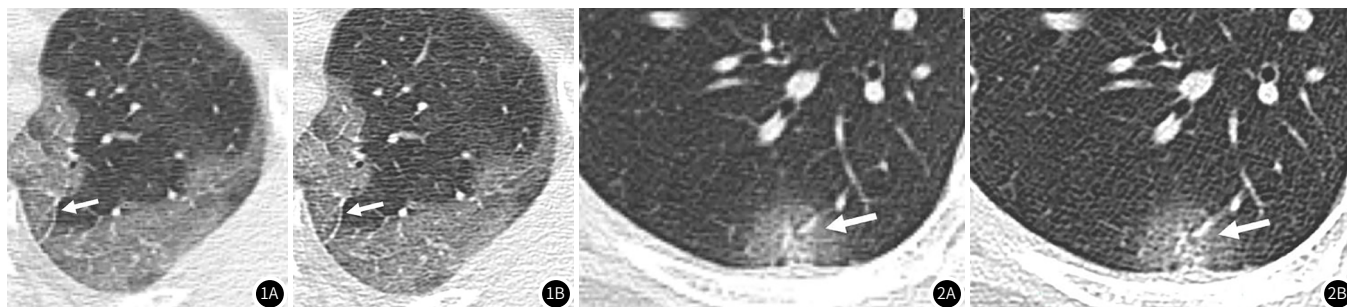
女性, 48岁, COVID-19肺炎肺部常规重建高分辨CT单纯放大图像与放大重建高分辨图像。图1A: 常规重建FOV为350mm×350mm, 图1B: 放大重建FOV为100mm×100mm。放大重建图像(图1B)显示小叶间隔及小叶内网状结构明显优于单纯放大常规重建图像(图1A)(白箭)。图2 男性, 54岁, COVID-19肺炎肺部常规重建高分辨CT单纯放大图像与放大重建高分辨图像。图2A: 常规重建FOV为350mm×350mm; 图2B: 放大重建FOV为100mm×100mm。放大重建图像(图2B)显示磨玻璃影内血管增粗明显优于单纯放大常规重建图像(图2B)(白箭)。
